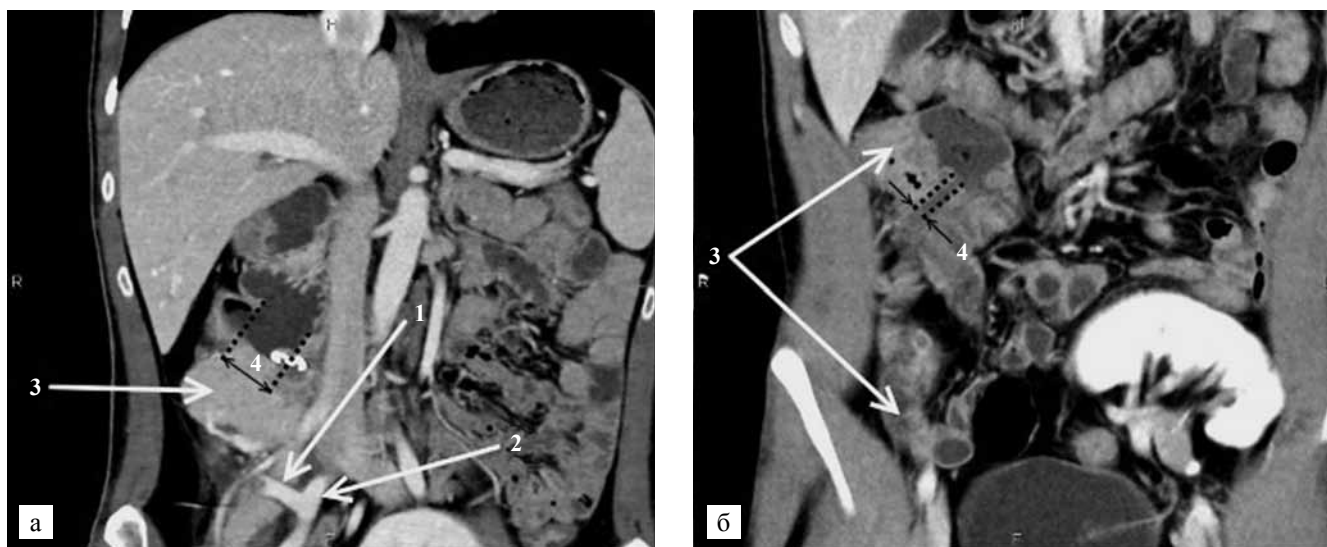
Компьютерная томография брюшной полости с контрастным усилением в динамике, венозная фаза, фронтальные реконструкции: а – 14-е сутки после трансплантации; б – 2 года после трансплантации. 1 – Y-образный сосудистый протез ТПЖ; 2 – общая подвздошная артерия; 3 – паренхима ТПЖ; 4 – просвет междуодунального анастомоза
